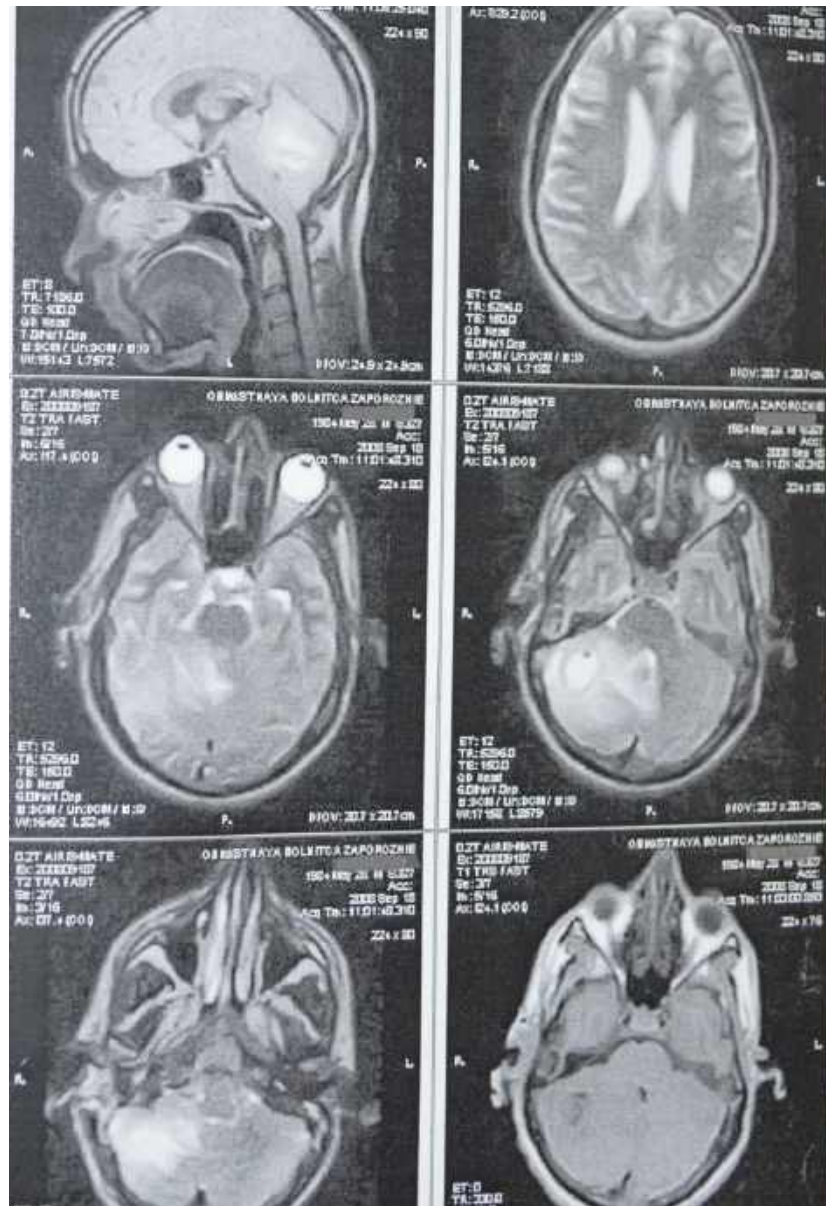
Спостереження №110. Хворий І-юк, 24 роки (історія хвороби №12997). МРТ головного мозку хворого, абсцес правої гемісфери мозочка.
